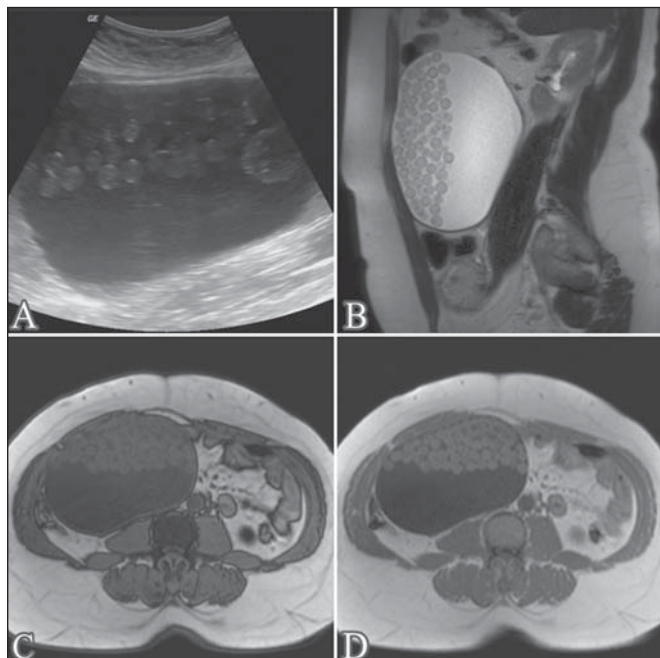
US (A) e RM nas seqüências T2 sagital (B), T1 gradiente-eco fora de fase (C) e em fase (D) demonstrando lesão expansiva cística de conteúdo heterogêneo, apresentando numerosas formações ovaladas no seu interior, hiperecoicas na US, de sinal intermediário em T1 e T2, sem evidência de perda do sinal na seqüência T1 gradiente-eco fora de fase.
